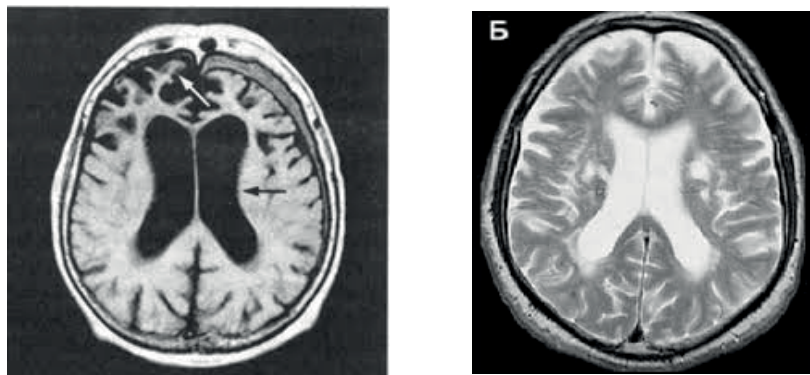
МРТ головного мозга. Множественные очаги лейкоареоза, расположенные перивентрикулярно, вокруг задних рогов боковых желудочков. Симметричная вентрикуломегалия (Б). Грубая атрофия коры лобных и височных долей (А).
